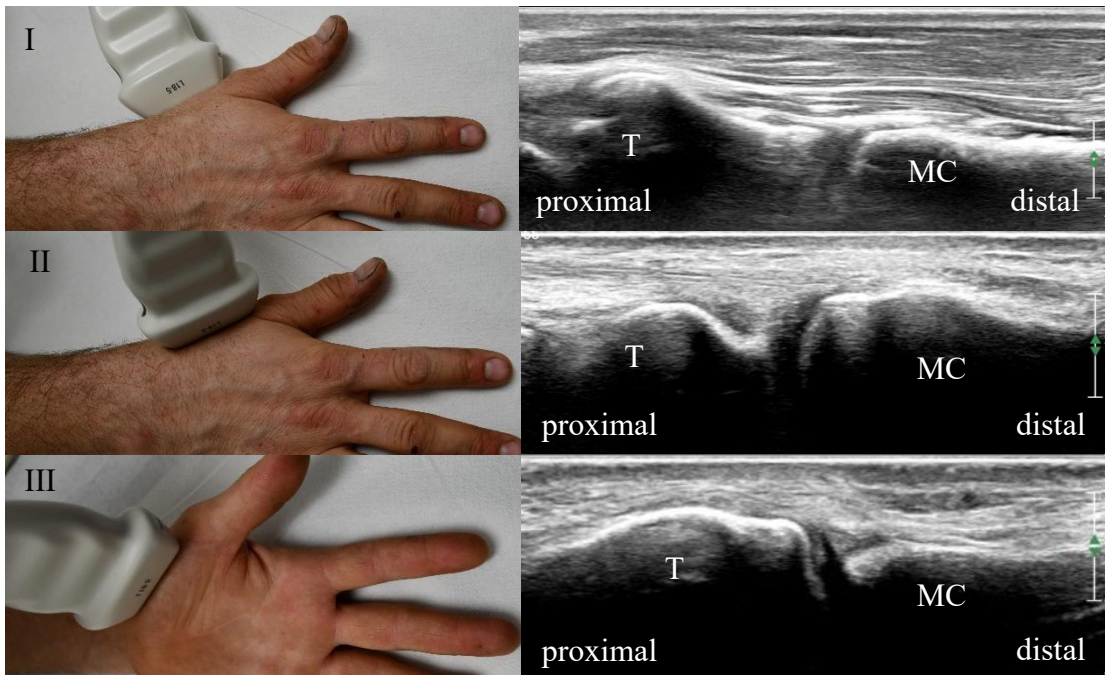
Darstellung der Schallkopfpositionen der Sonographie des Daumensattelgelenks (DS). Darstellung jeweils im Bild und korrespondierendem Ultraschallbild. DS radial (I), DS dorsal (II), DS palmar (III) jeweils im Längsschnitt. T = Os trapezium, MC = Os metacarpale
